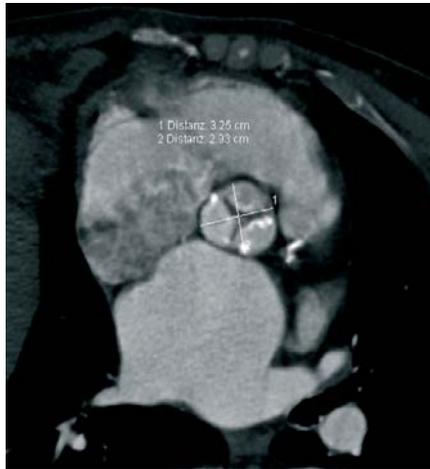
a: Vermessung der Aortenklappe (Mehrschicht-CT)
